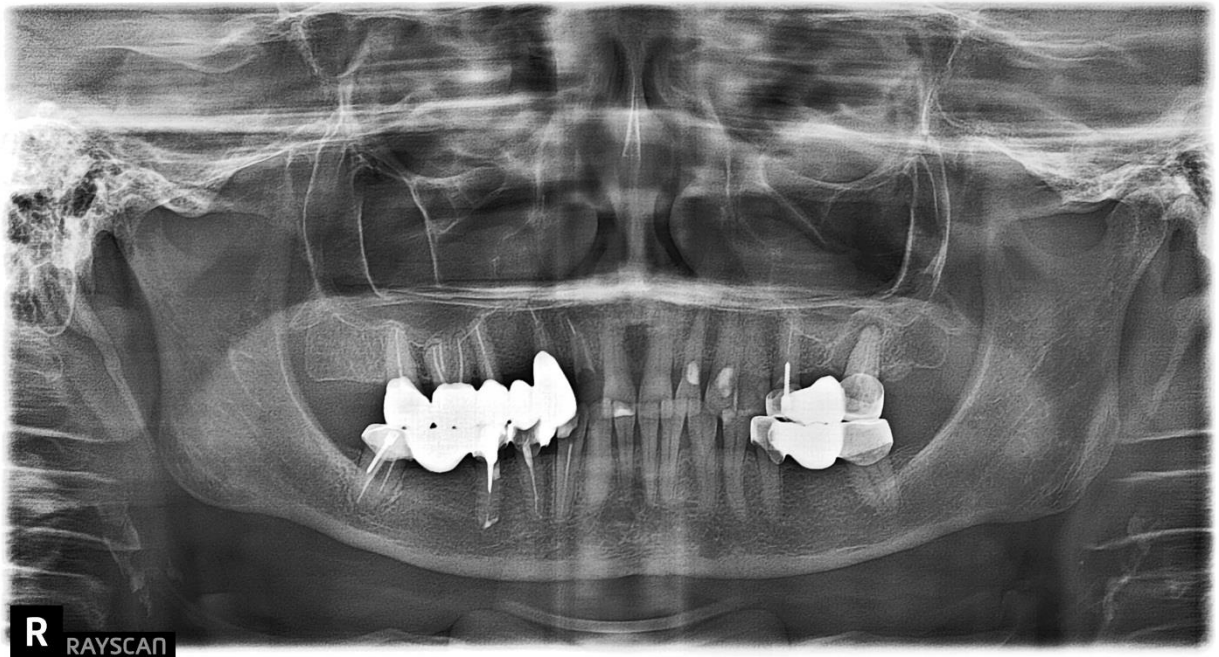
Ортопантомограмма исходной клинической ситуации пациентки У., 69 лет
